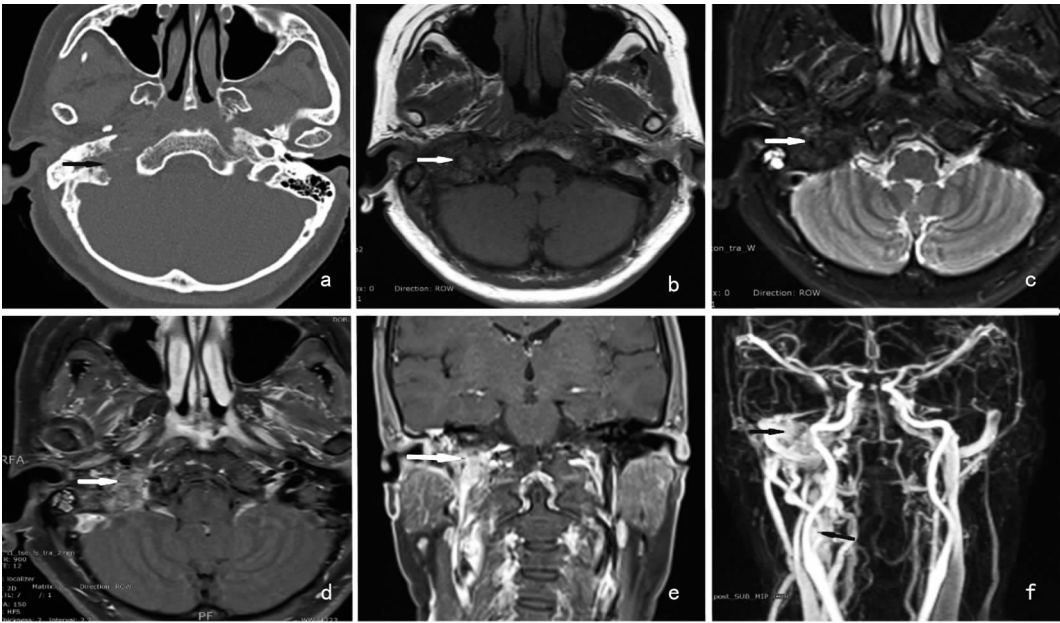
病例 1 患者的术前影像学检查 a:CT 示颈静脉孔区见虫蚀样骨质破坏;b~e:MRI 示右侧颈静脉孔区可见不规则稍长 T1、稍长 T2 信号灶,大小约 2.3 cm × 2.8 cm,增强后见轻度均匀强化,右乳突内见少许长 T2 信号灶;f:弓上血管 CE-MRA 示右侧颈静脉孔区及右侧颈动脉体区均可见云雾状团块样高信号灶,部分包绕并推移邻近血管
